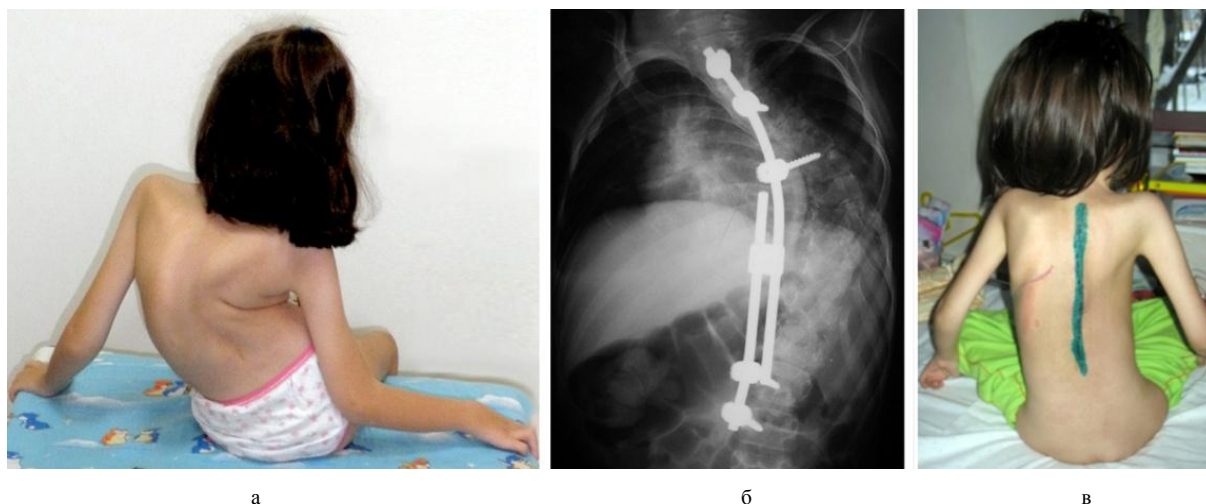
Пациентка с идиопатическим сколиозом: а – внешний вид больной до лечения; б – рентгенограмма позвоночника в прямой проекции в процессе лечения; в – фото больной после лечения
